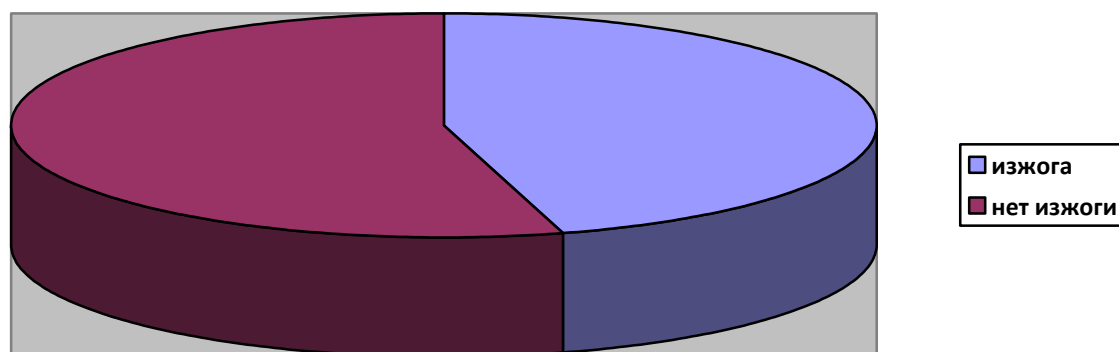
Симптомы изжоги у пациентов с рентгенологическими признаками рецидива ГПОД (N=11)
